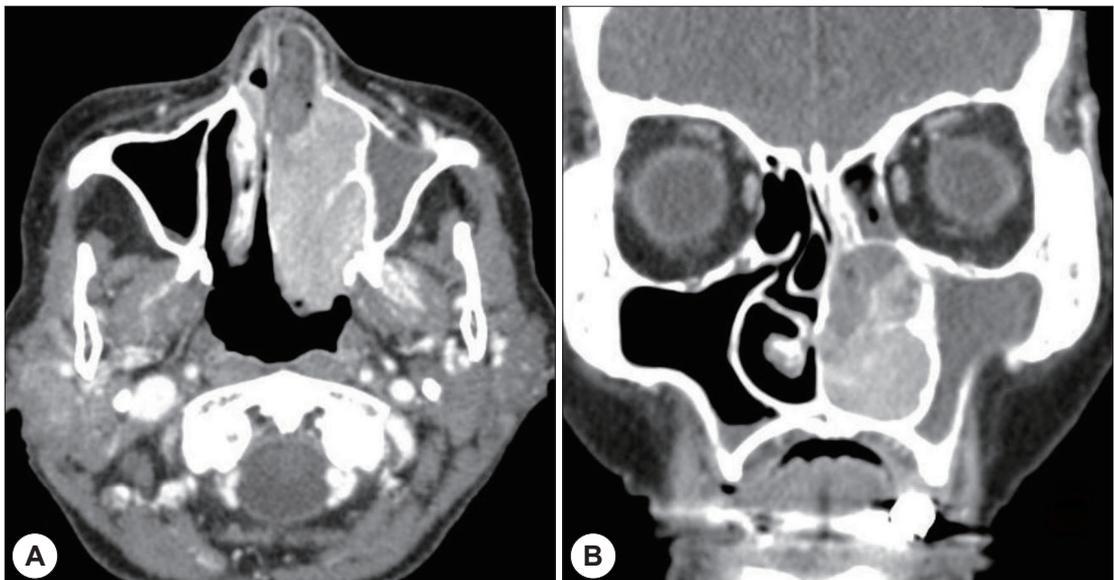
Contrast enhanced CT image showing a 33×55×23 mm-sized mass. The mass had highly enhanced tubular vessels and caused bony erosions of left inferior and middle turbinates (A : axial view. B : coronal view).
